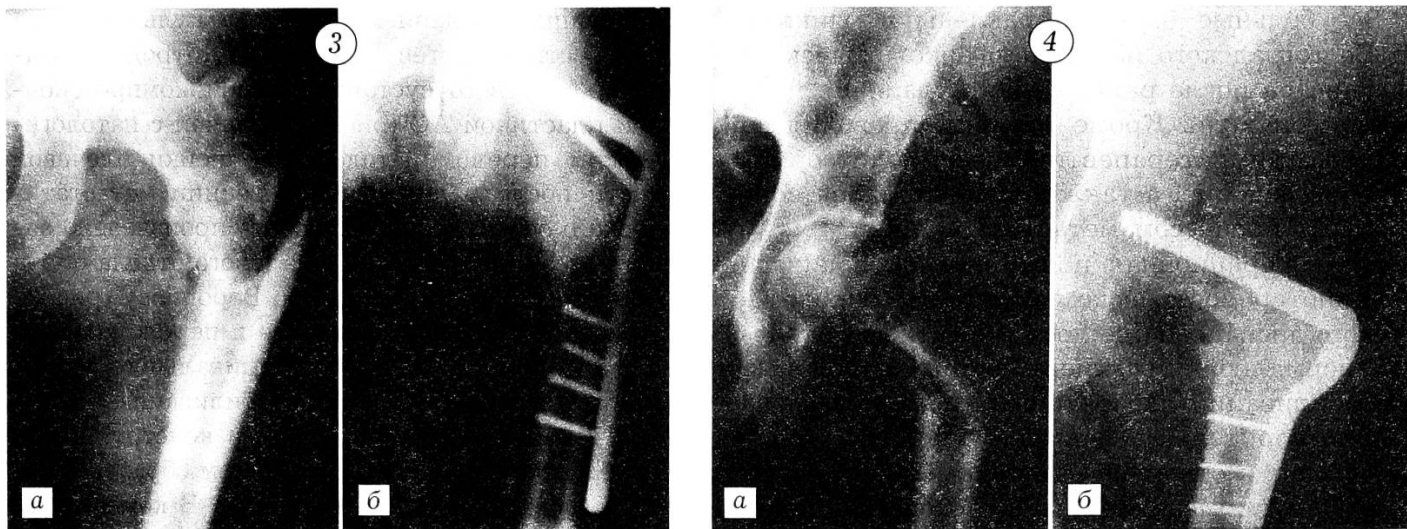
Рентгенограммы левой бедренной кости больного с переломом диафиза бедра в области метастаза меланомы глаза.
